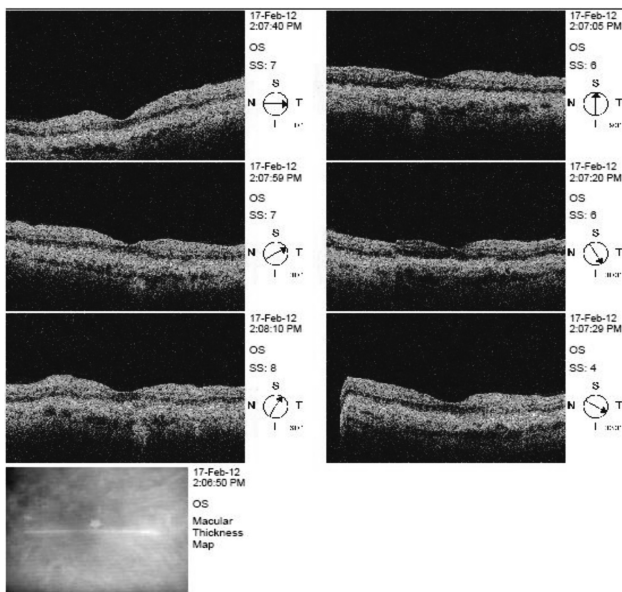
Оптическая когерентная томография левого глаза спустя 8 месяцев. Выравнивание, восстановление оптической плотности слоя пигментного эпителия
